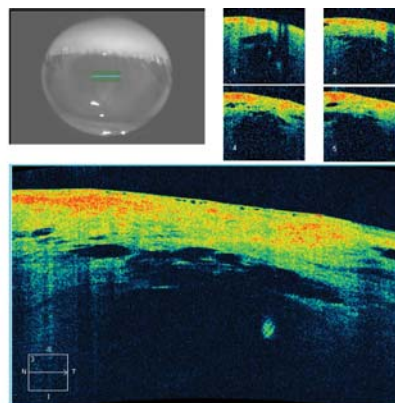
На оптической когерентной томограмме, выполненной с помощью ОСТ Cirrus HD 300 видны нерегулярность слоев роговицы, выраженный отек, разрывы десцеметовой мембраны в зоне водянки роговицы
